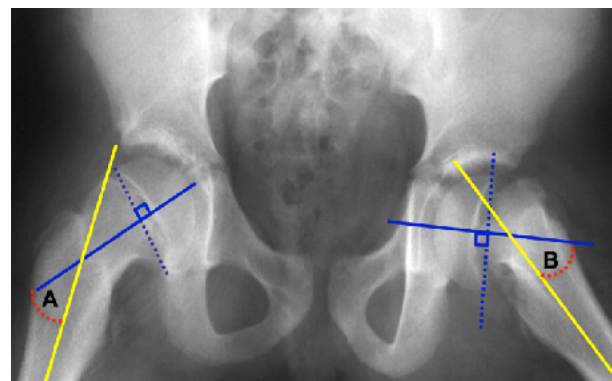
Medición de ángulo de Southwick en Radiografía de Lauenstein
